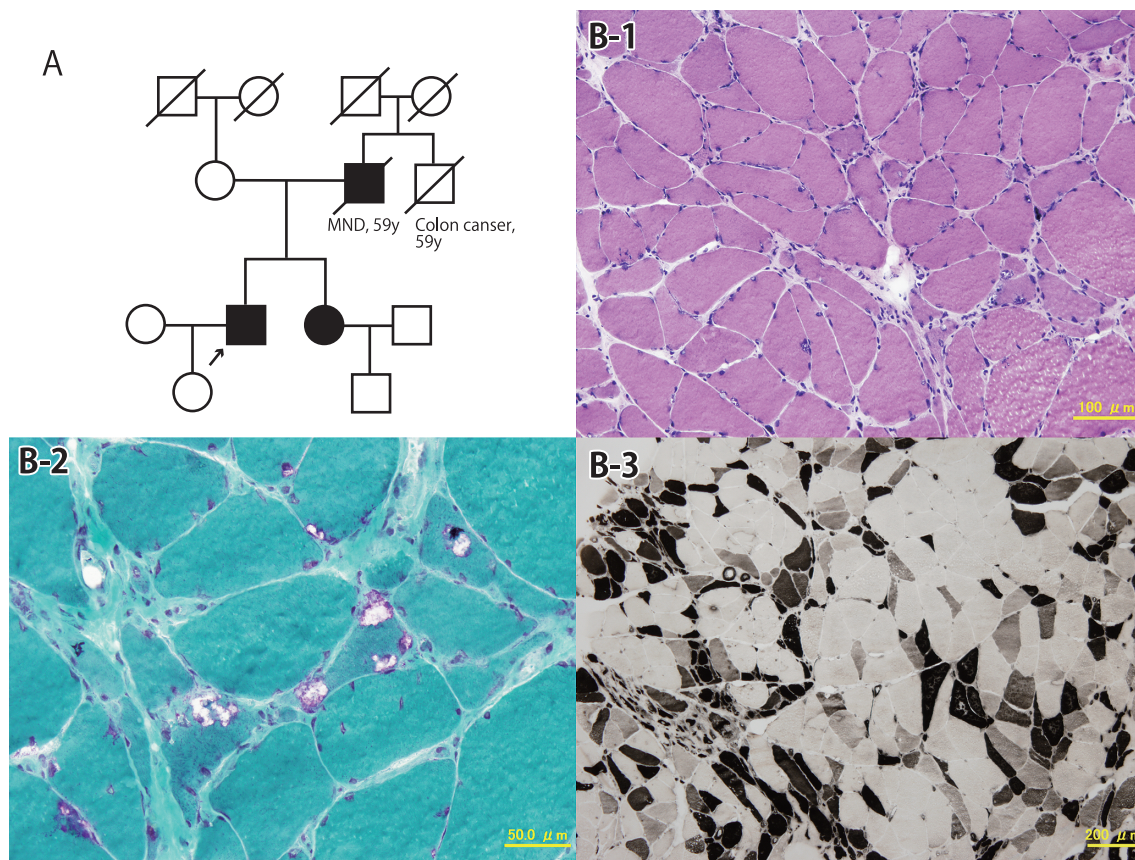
Family tree, pathology of muscle and CT of skeletal muscles.
